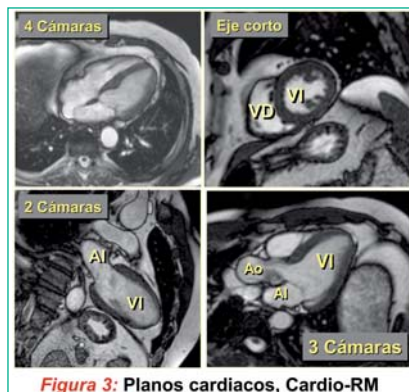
Planos cardiacos, Cardio-RM
